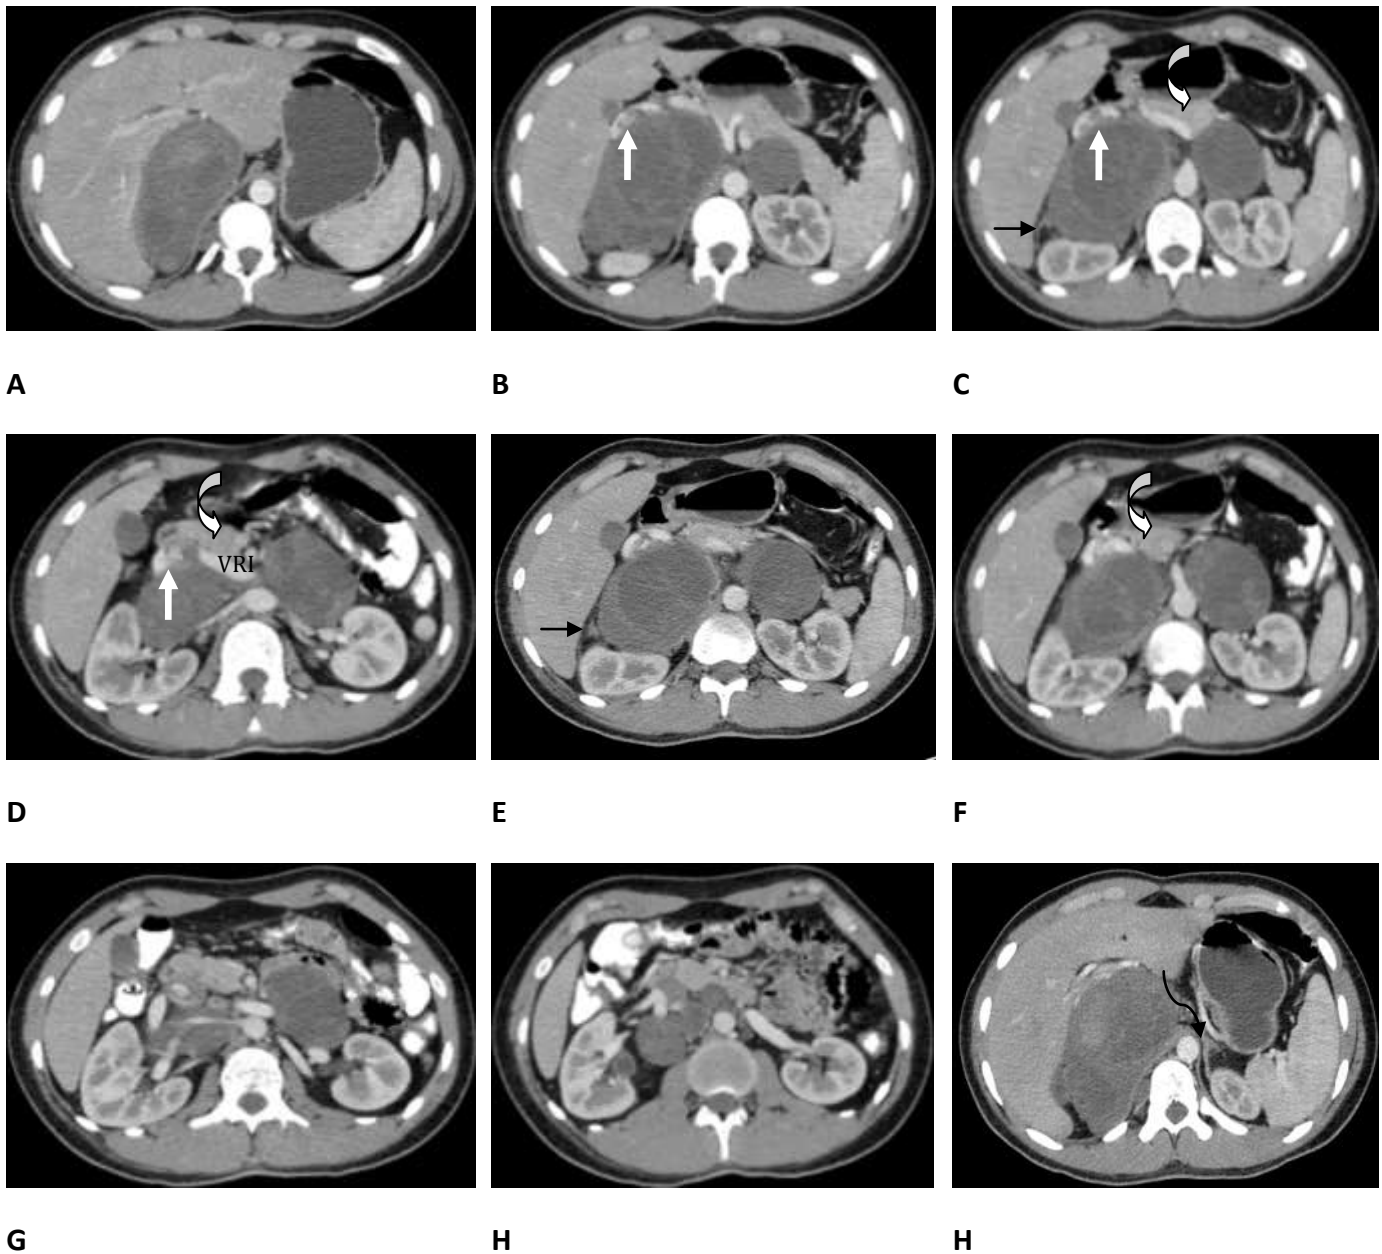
TC con contraste. A, B, C, D, E, F, G y H) Secuencia de imágenes axiales. Múltiples masas extraperitoneales localizadas en ambos espacios perirrenales (la más grande en la región suprarrenal derecha/área desnuda del hígado), las cuales se comunican entre sí atravesando la línea media. Rodean los vasos del hilio renal, aorta abdominal, tronco celíaco y arteria mesentérica superior. Hay efecto de masa sobre: el polo superior del riñón derecho posteriormente, vena cava inferior anterolateralmente (flechas blancas rectas), cabeza pancreática anteriormente (flechas curvas blancas), glándula suprarrenal derecha lateralmente (flechas negras rectas) e hilio hepático. Son lesiones mixtas sólido-quísticas con realce heterogéneo postcontraste, predominantemente hipodensas (necrosis). Glándula suprarrenal izquierda normal (flecha negra curva).
